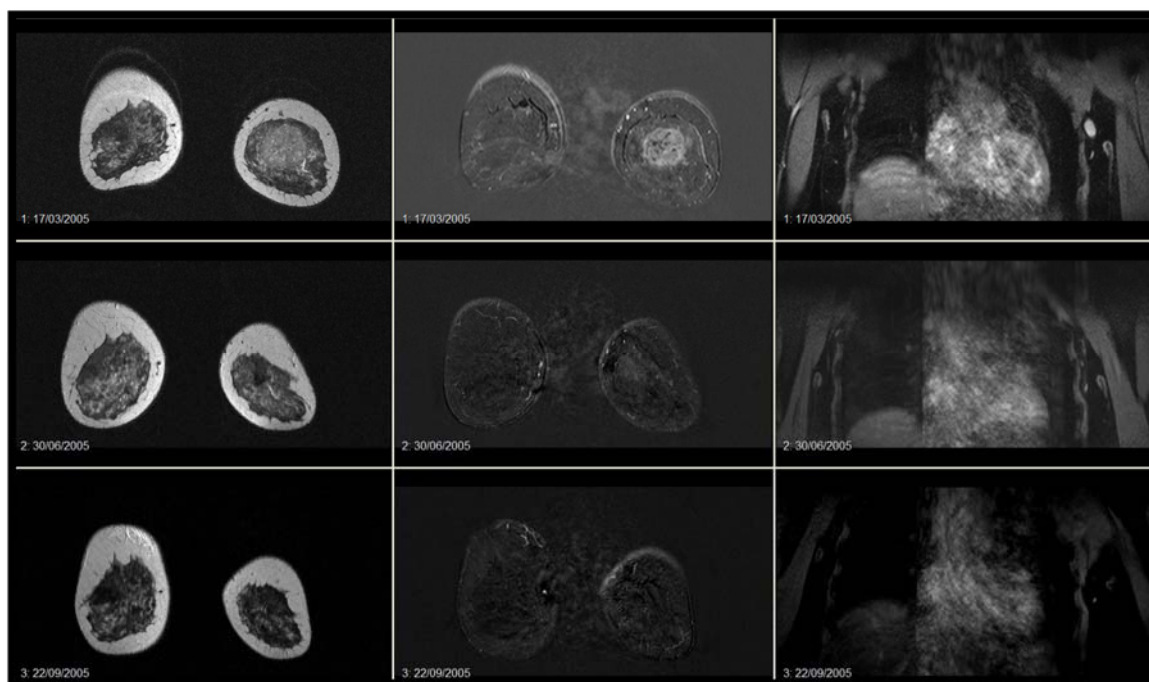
Valoración de la respuesta radiológica de CM por RM (r RC) (Sentís M, Universitat Autònoma de Barcelona, Sabadell).
